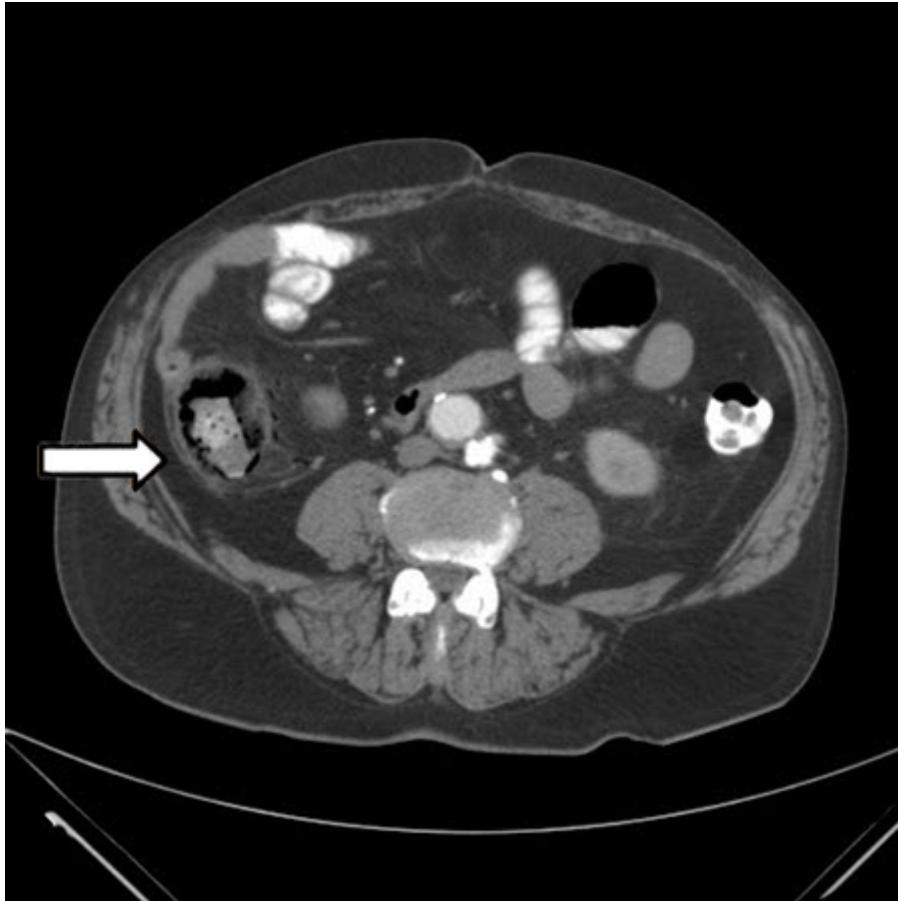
Doença intestinal isquêmica: tomografia computadorizada (TC) mostrando espessamento do cólon com pneumatose intestinal
